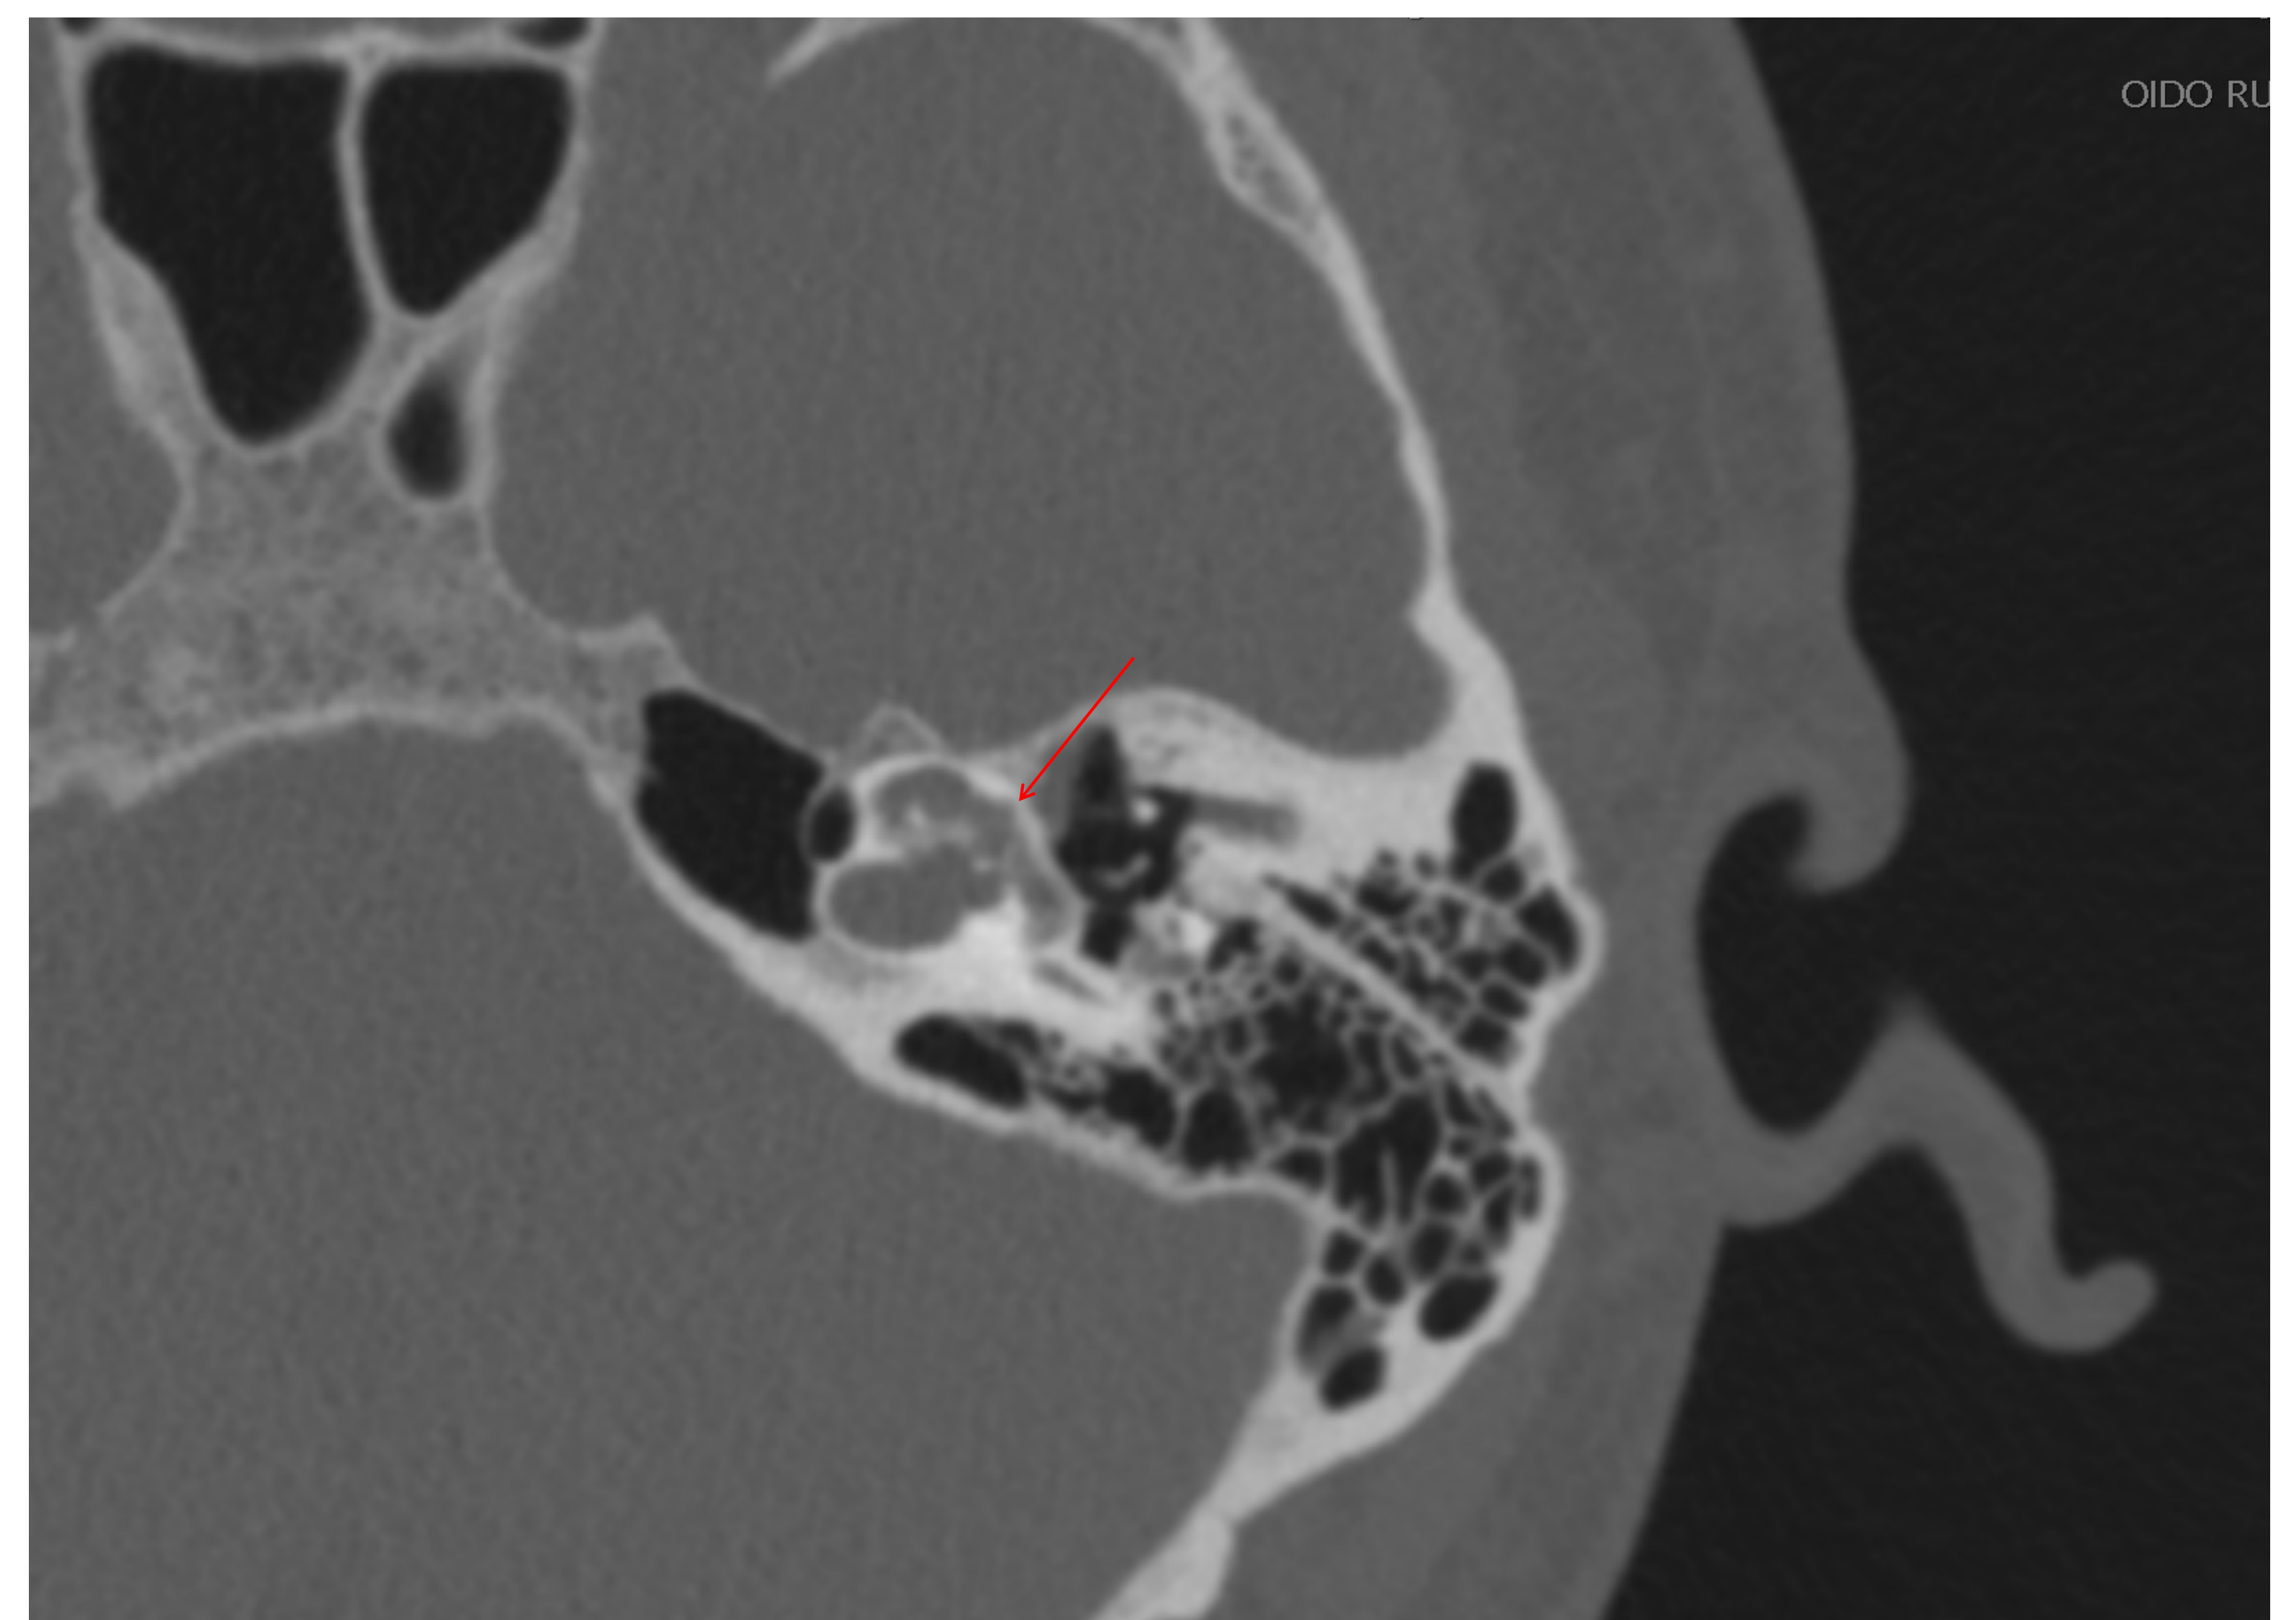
Corte axial de tomografía de oído izquierdo, el hallazgo es bilateral
